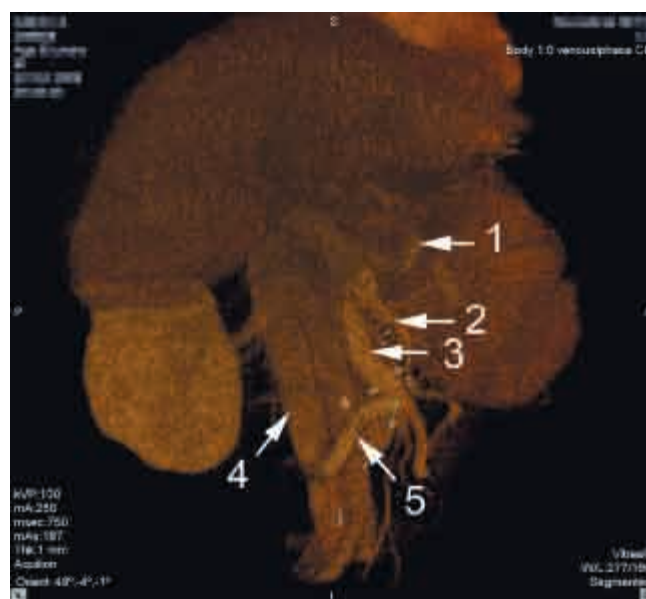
Мультиспиральная компьютерная томография после мезентерикокавального шунтирования. 1 – селезеночная вена, 2 – нижняя брыжеечная вена, 3 – верхняя брыжеечная вена, 4 – нижняя полая вена, 5 – функционирующий шунт
